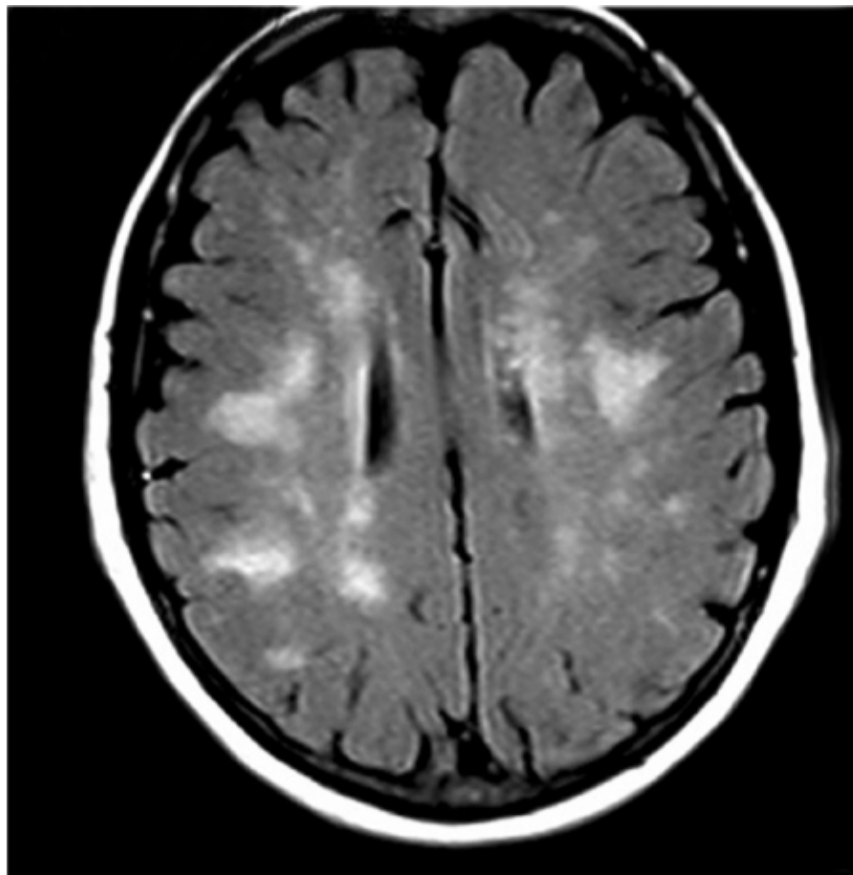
IRM cérébrale (Flair) d'une patiente de 54 ans atteinte de la maladie de Fabry : leucoencéphalopathie silencieuse multifocale.
